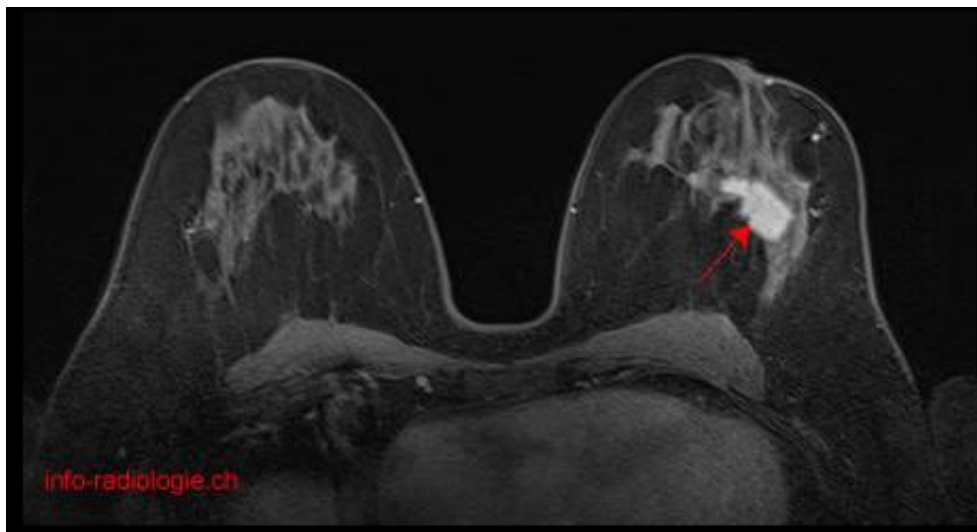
IRM des seins. Série dynamique après injection de produit de contraste : flèche : cancer
